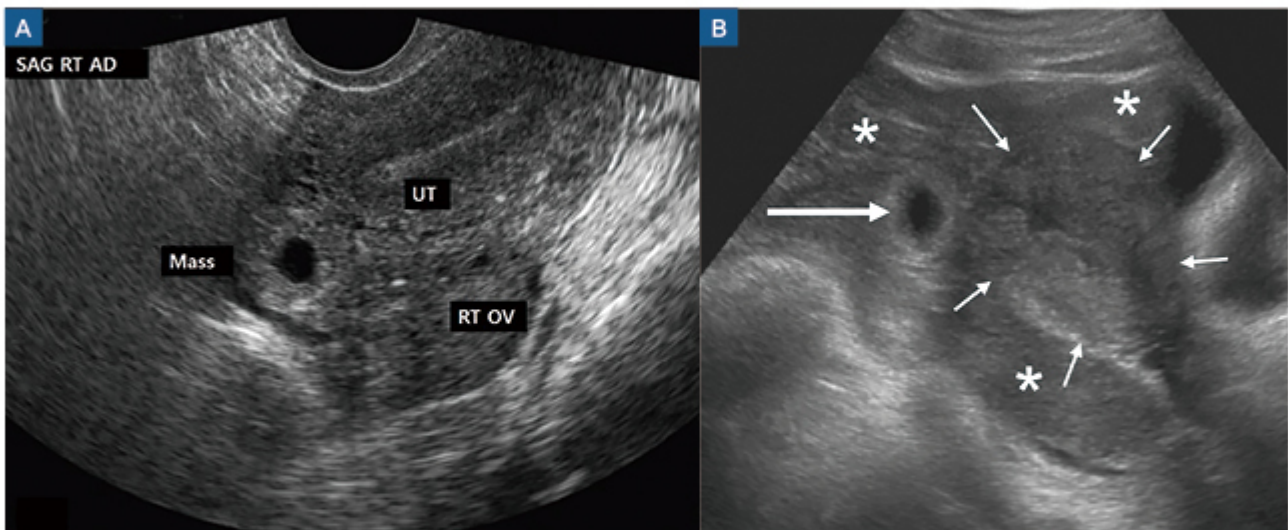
환자의 내원 당시 질식 초음파 검사 소견으로 우측 난관의 임신낭을 확인할 수 있었다(A). 내원 2시간 뒤 시행한 복식 초음파 검사 소견으로 자궁 및 난관의 임신낭을 둘러싼 혈종이 관찰되었다(B). (큰 화살표: 난관의 임신낭, 작은 화살표: 자궁, 별표: 혈종)
